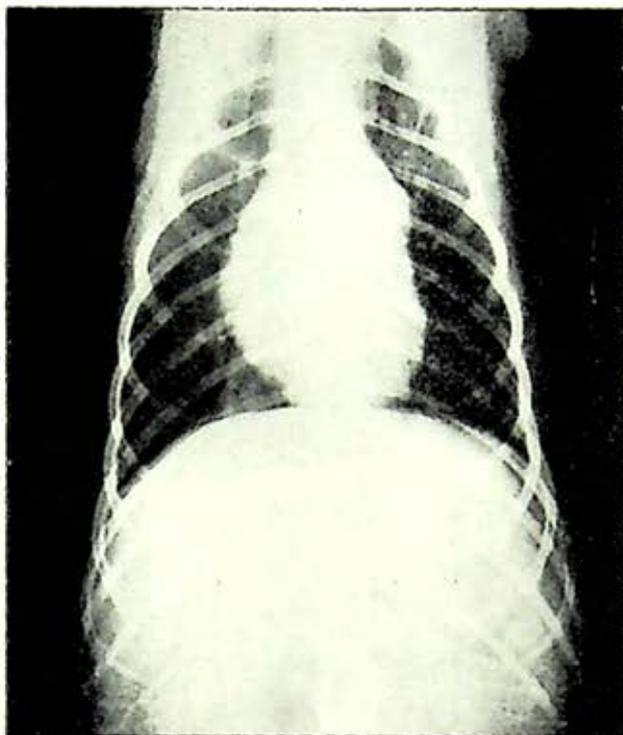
Radiografía simple de tórax en posición VD (ventrodorsal).
